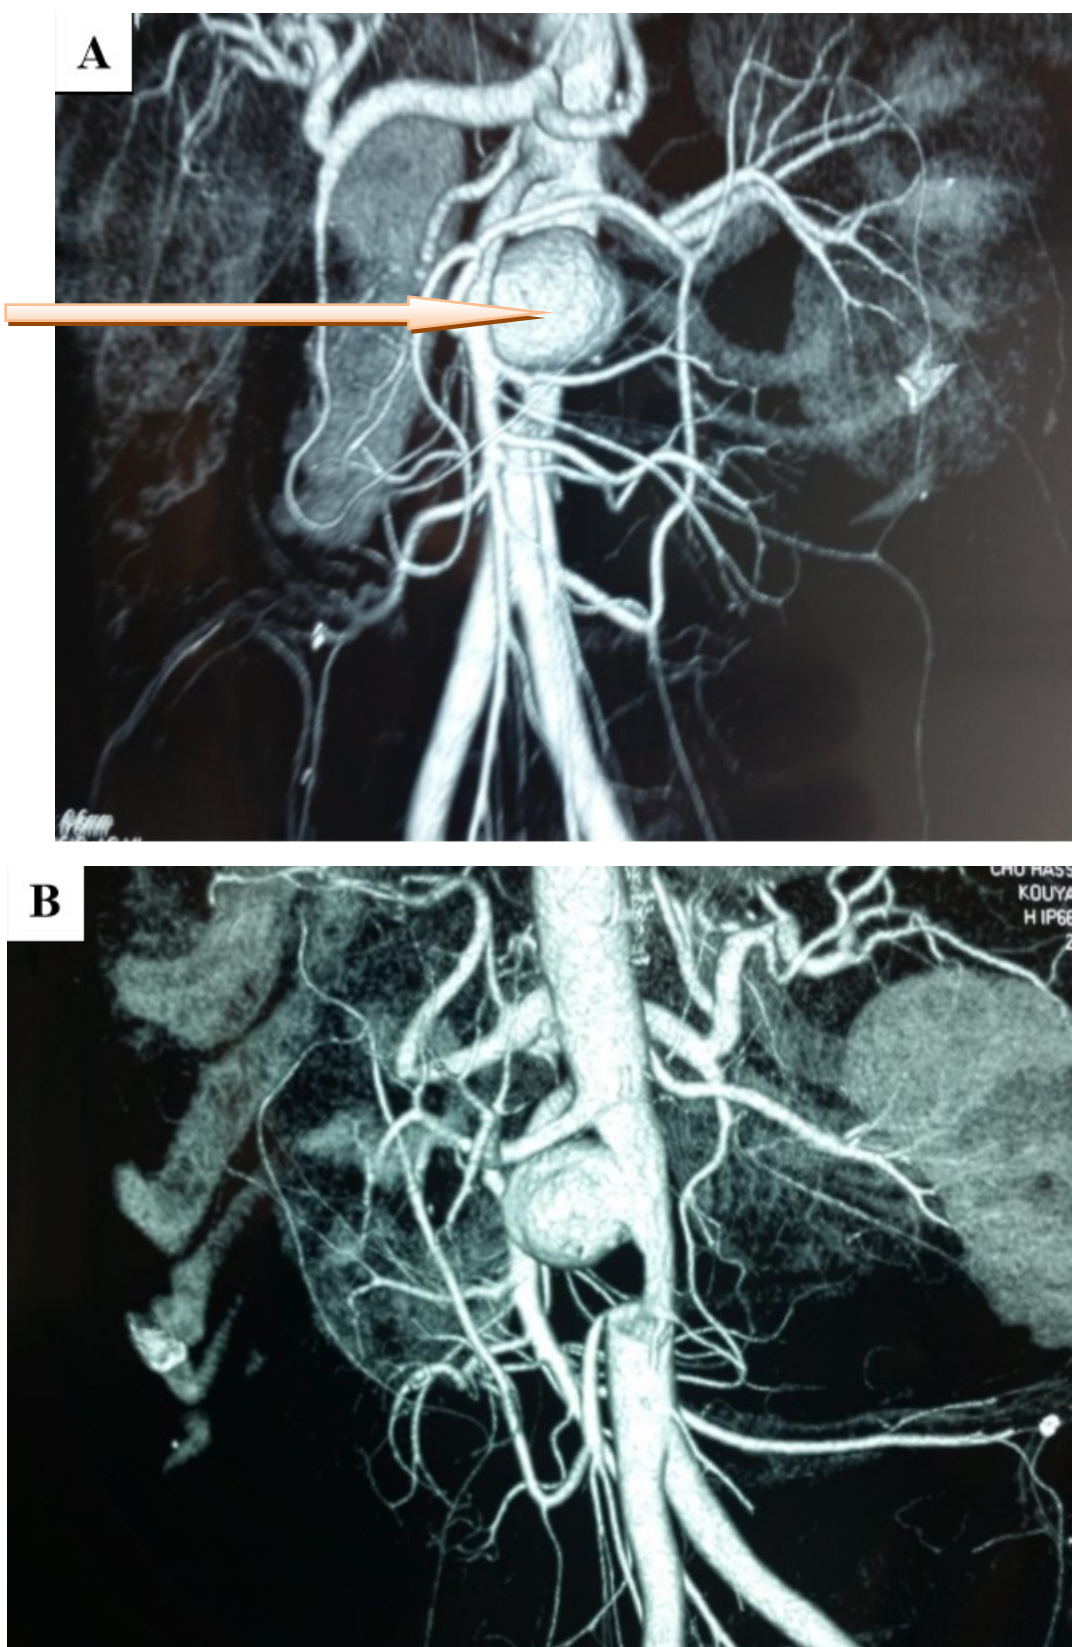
TDM abdominale montrant un anévrysme sacciforme de l'aorte juxta - rénal.
